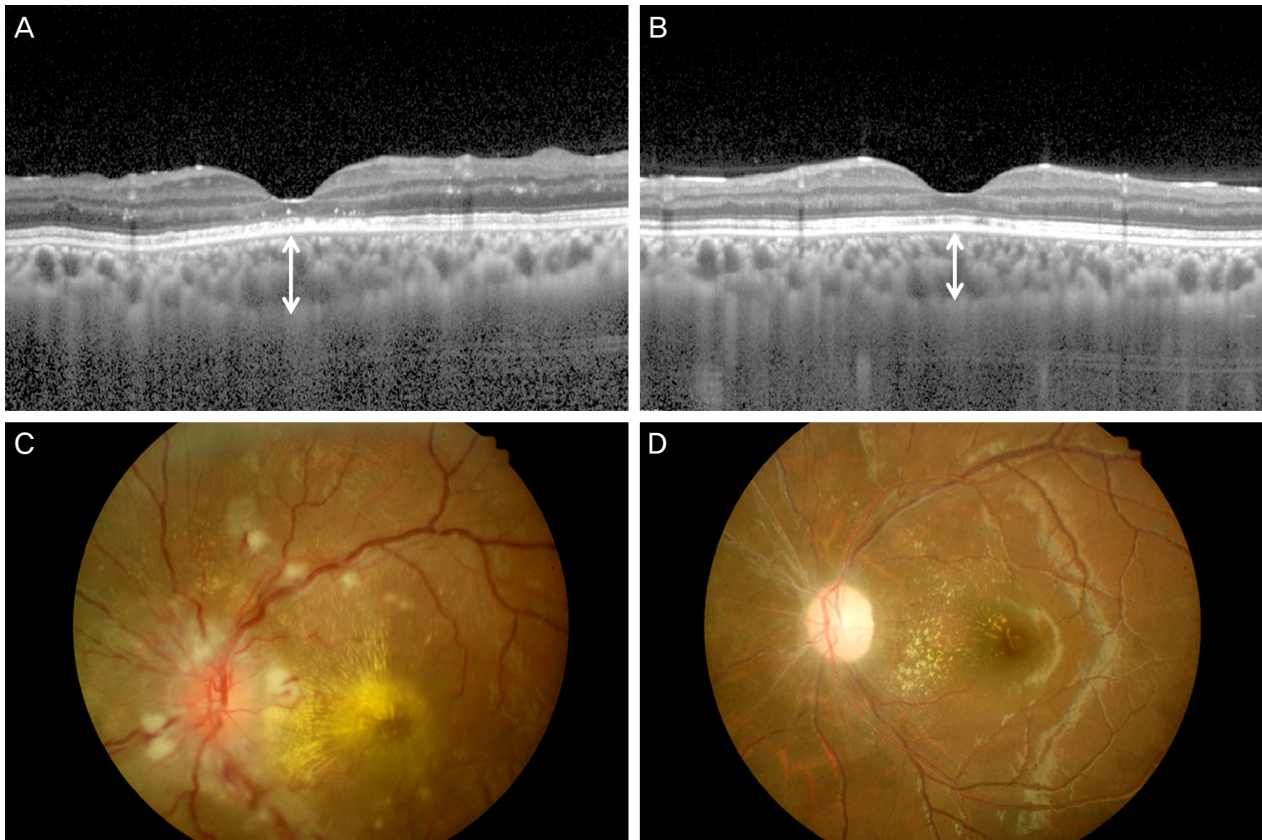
Patient No 5. The right eye of the 20-year-old woman who had been diagnosed with nephrotic hypertension 2 months before. Fundus examination showed multiple cotton wool spots and hard exudates with papilledema. (C) The retinal detachment and macular edema were not seen in enhanced depth imaging optical coherence tomography (EDI-OCT). (A) However, subfoveal chorioidal thickness (SFCT) was 442.5 μm , which is thickened. (A, white line) After blood pressure control, follow-up examination shows spontaneous resolution of the cotton wool spots and papilledema (D), SFCT decreased to 297.0 μm (B, white line).
